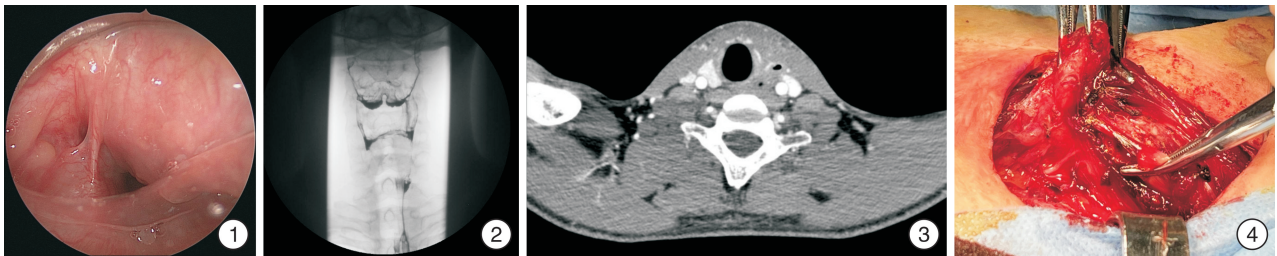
电子喉镜检查 左侧梨状窝可见梭形内瘘口; 图 2 下咽造影检查 左侧下咽瘘管形成; 图 3 颈部增强 CT 检查 左侧梨状窝可见瘘管,穿越左侧甲状腺上极; 图 4 术中情况 喉返神经完整解剖并保留,后行瘘管分离、切除。
